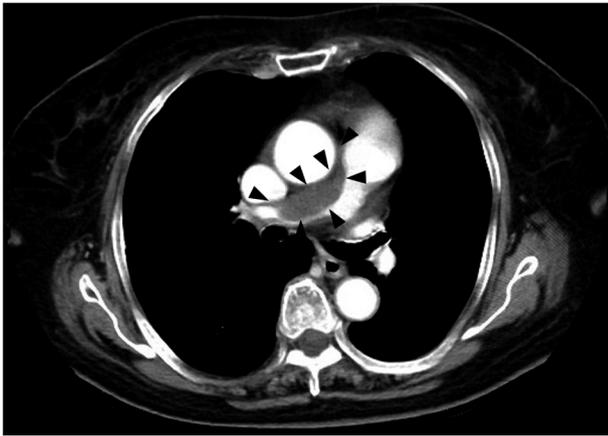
A preoperative computed tomography showing the tumor (arrow heads) in the right pulmonary artery.
